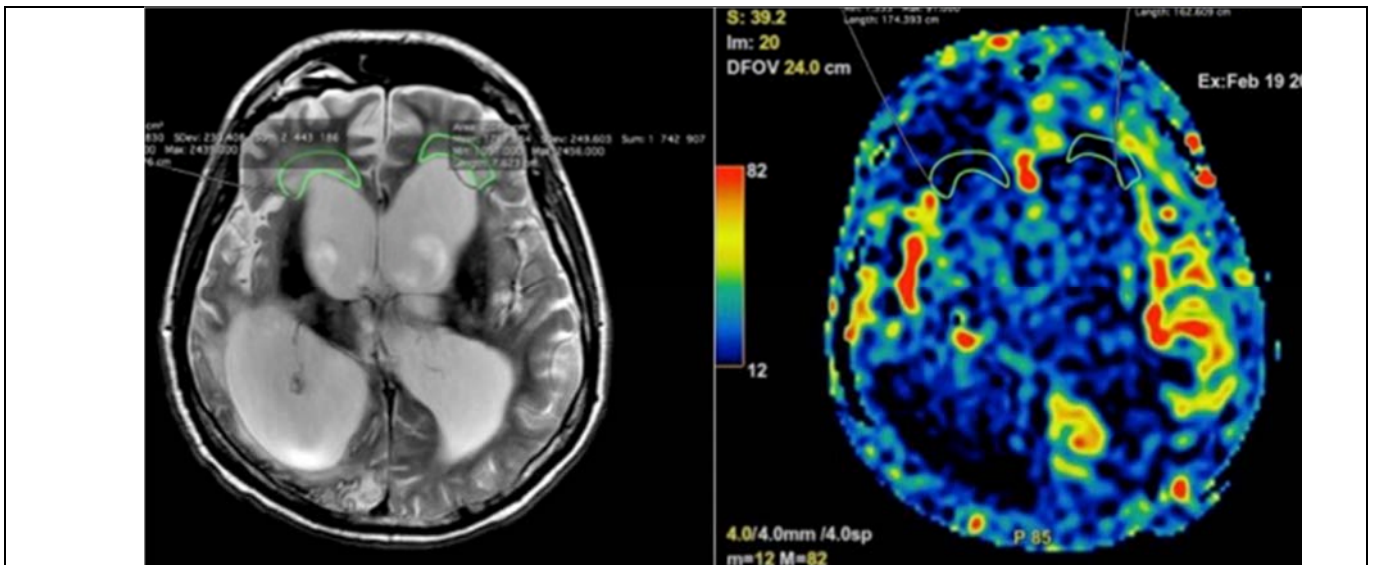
Методика измерения кровотока в перивентрикулярном белом веществе. На левом рисунке в режиме T2 (А) выделены зоны интереса, соответствующие областями перивентрикулярного отека с двух сторон. На правом рисунке зоны интереса перенесены на перфузионные карты.
